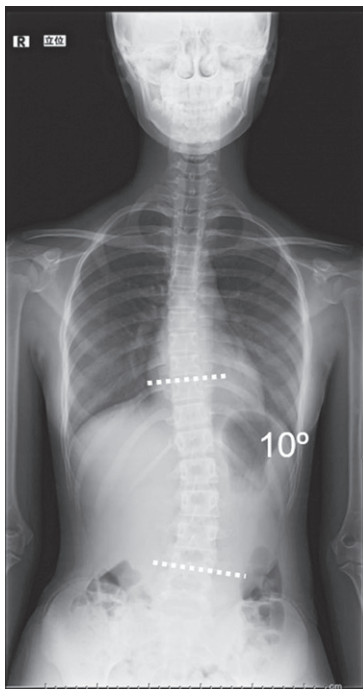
受傷後29か月目立位単純X線全脊柱正面像
